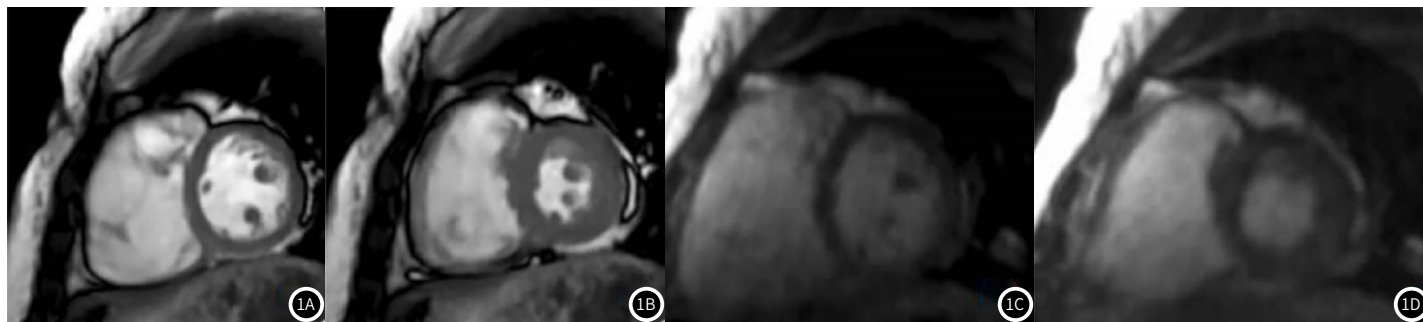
Cine-MRI及常规非屏气MRI扫描所得短轴图像。1A-1B: 常规非屏气MRI所得舒张末期(1A)及收缩末期(1B)图像; 1C-1D: 屏气Cine-MRI扫描所得舒张末期(1C)及收缩末期(1D)图像。
